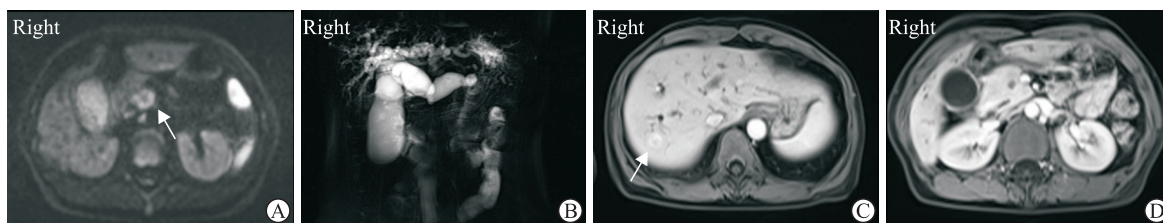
1 例 pNEN 伴胆胰管扩张、肝转移误诊为胰腺癌的 44 岁女性患者 MRI 影像
